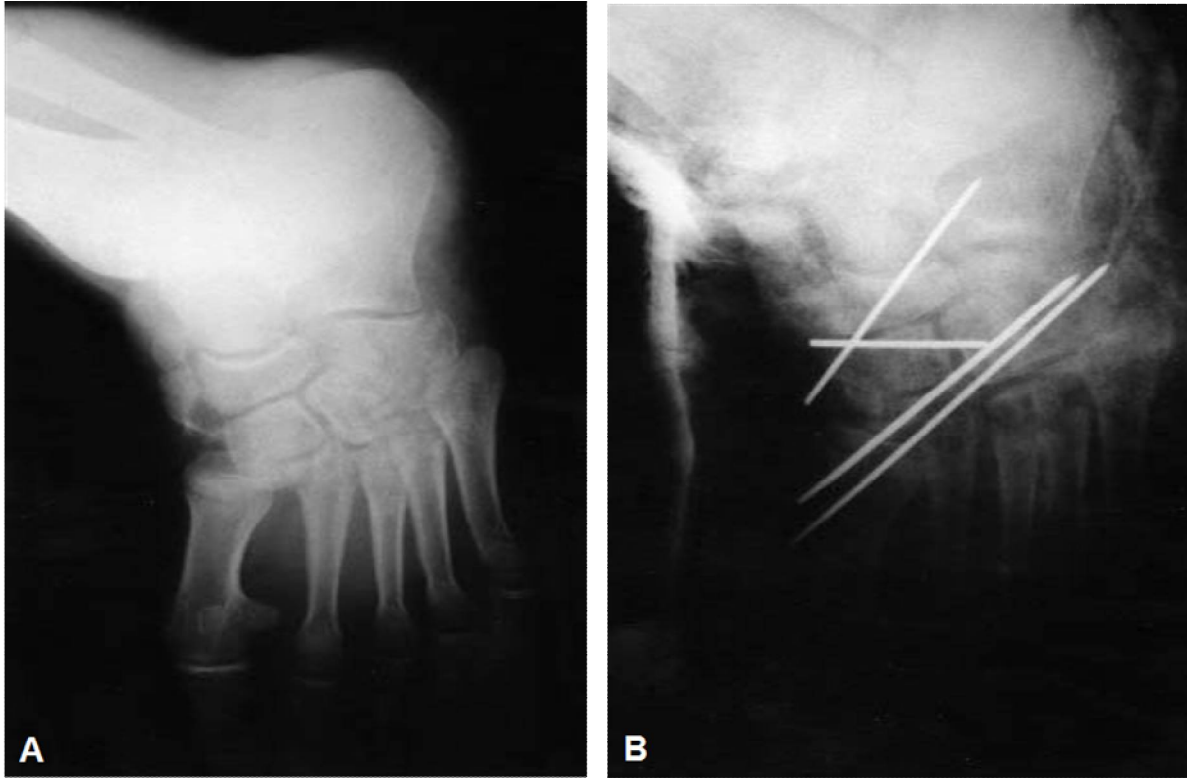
Radiographies standards du pied face/ $\frac{3}{4}$ interne chez un de nos patients montrant une luxation de type C selon la classification de Leart et Trillat associée à une fracture de la base du 2^{ème} et du 4^{ème} métatarse
